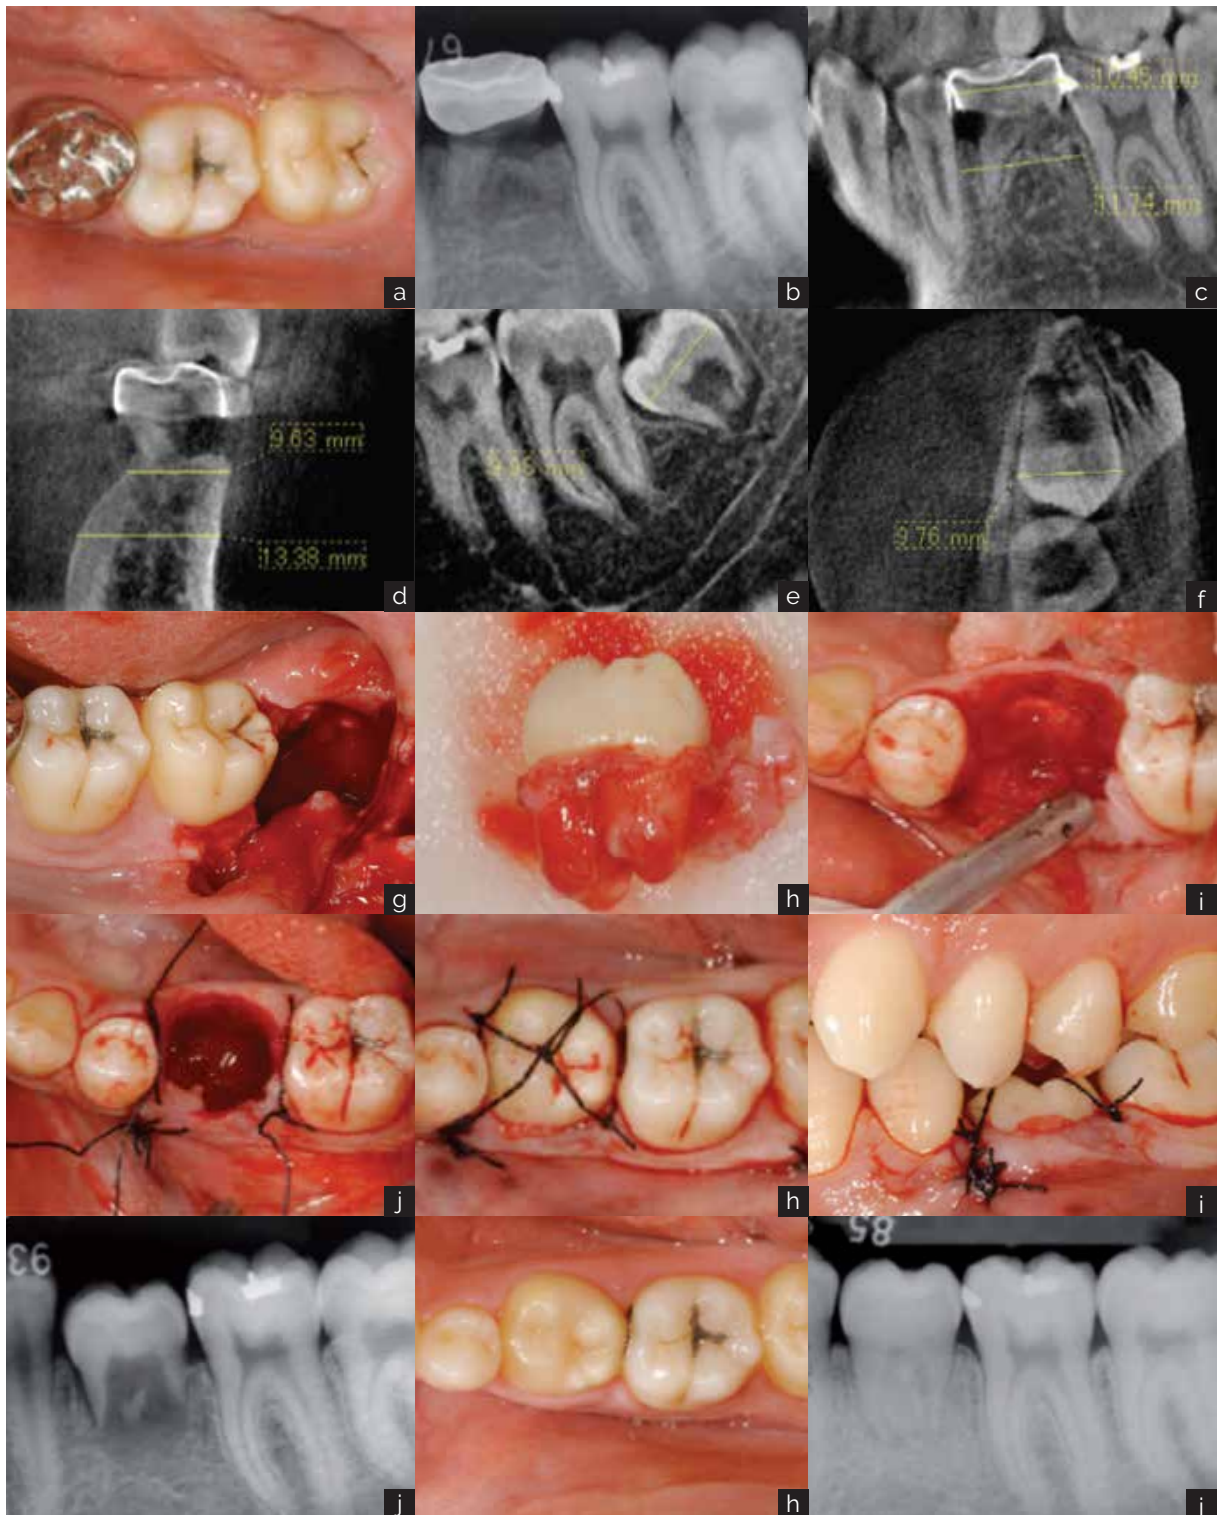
Trasplante dentario (a) Paciente masculino de 20 años con un premolar 35 faltante congénitamente y un molar deciduo presente 75. (b) Rx que muestra la reabsorción radicular de la 75. (c, d) TC del sitio receptor demuestra que es suficientemente ancha para colocar al donante mesio-distal y vestibulolingual. (e, f) TC del diente donante 38 demuestra que es un buen diente para el trasplante. (g, h) Extracción del diente donante 38, la vaina epitelial de Hertwig se conserva en cada vértice. (i) Extracción del diente del sitio receptor. (j) Sutura del colgajo sin colocar el diente al sitio receptor. Se ata un nudo por vestibular del área interproximal y se deja 3 cm de una de las suturas. Otra sutura interrumpida se ata a través de la incisión de liberación vertical en el lado mesial y se deja 3 cm de un extremo. Otra sutura a través del área interproximal del lado mesial, pero solo se ata un nudo suelto para que quede espacio para colocar el diente donante. (k) La sutura poco atada se ata después de colocar el diente del donante. El diente se ata en forma entrecruzada. El extremo vestibular distal se ata con el extremo mesio-lingual y se hace un nudo en el centro de la cara oclusal. Una sutura horizontal del colchonero se ata en el lado disto-lingual, y la sutura restante se ata a la sutura restante del primer nudo entrecruzado. La sutura restante se ata luego al extremo largo restante de la sutura desde la vertical. Esto permite que el diente donante se asiente en la posición correcta. (l) Ajustes oclusales en el antagonista hasta que el papel de articular pueda deslizarse a través del contacto. (m) Rx inmediatamente después del trasplante, los ápices están abiertos. (n,o) Seguimiento después de 1 año y 8 meses. El diente trasplantado ha erupcionado y está en contacto con el antagonista. Se observa curación pulpar y desarrollo de raíces.
